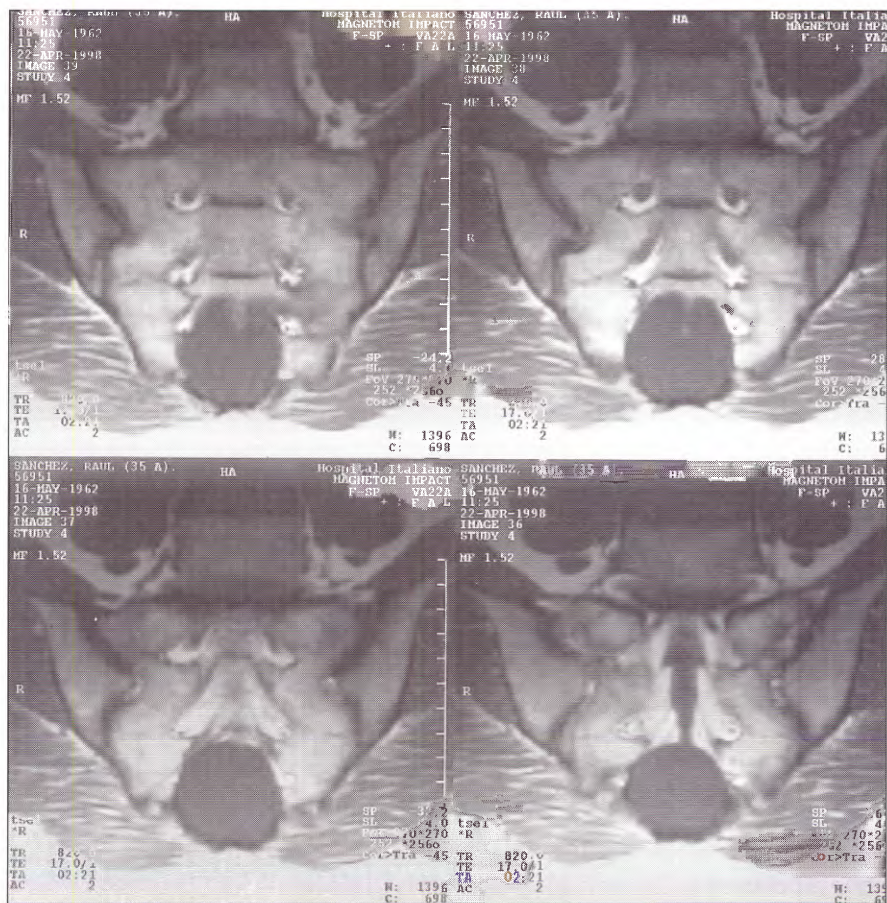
IRM frontal ponderada en T1 (TR 820-TE 17) que muestra una imagen hipointensa y circular a nivel sacro.
